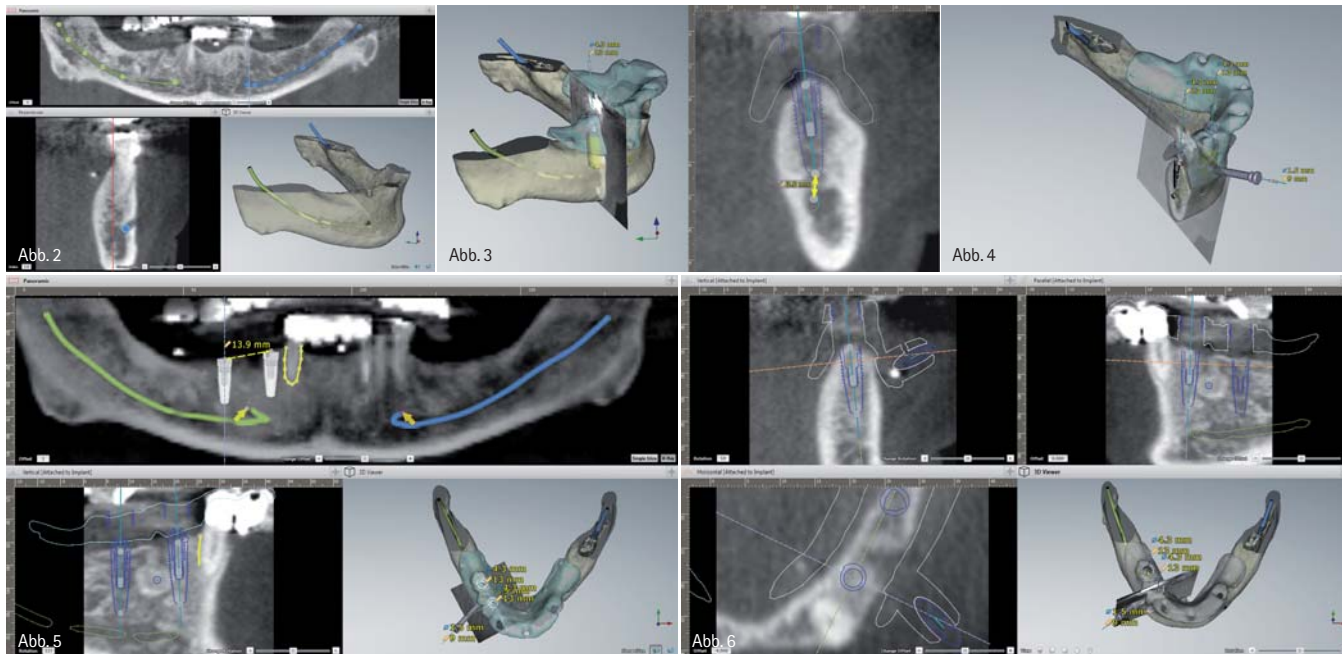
Zur Diagnostik und Markierung des Nervus alveolaris inferior steht ein spezieller diagnostischer Bildschirm zur Verfügung. Alle Darstellungen sind miteinander verknüpft und werden bei Veränderungen in Echtzeit synchronisiert. – Abb. 3: Die klassische „Split-Screen“-Ansicht mit dem 3-D-Modell links und dem 2-D-Querschnitt rechts. Links werden prothetisch geeignete Implantatlokalisationen identifiziert und ausgewählt, um im entsprechenden Querschnitt rechts die Implantatpositionen achsengerecht durchzudefinieren. Die Software wählt automatisch nach der Distanz der beiden gewählten Punkte die bestgeeignete Implantatlänge aus. – Abb. 4: Semitransparente Röntgenquerschnitte werden auch in der 3-D-Ansicht unterstützt und erweitern das Spektrum an diagnostischen Möglichkeiten noch zusätzlich. – Abb. 5: Nun stehen neben der klassischen „Split-Screen“-Ansicht auch zahlreiche weitere Ansichten zur Verfügung. Das Wechseln zu einer anderen Ansicht ist jederzeit möglich. Auch in der OPG-Ansicht können Veränderungen an den Implantatpositionen direkt vorgenommen werden. Der Umriss der prothetischen Referenz ist auch in dieser Ansicht stets sichtbar. – Abb. 6: Nach Abschluss der Planung kann auch die OP-Schablone und deren Umrisse digital in diversen Ansichten betrachtet werden.
